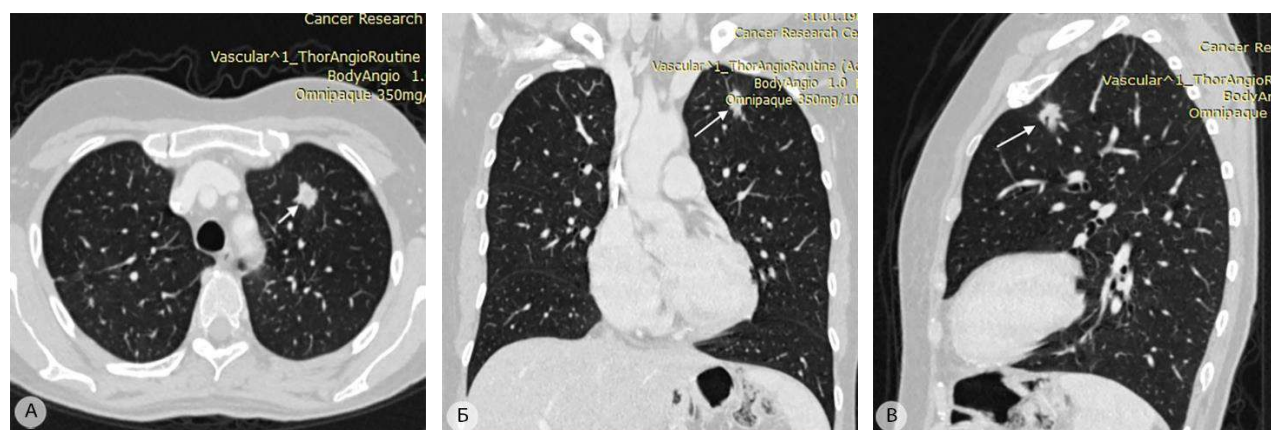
Периферическая аденокарцинома верхней доли левого лёгкого (показана стрелкой). Опухоль размером 11×12 мм локализуется на границе S^1 и S^3 . Компьютерные томограммы: аксиальная (а), фронтальная (б) и сагиттальная (в) проекции
